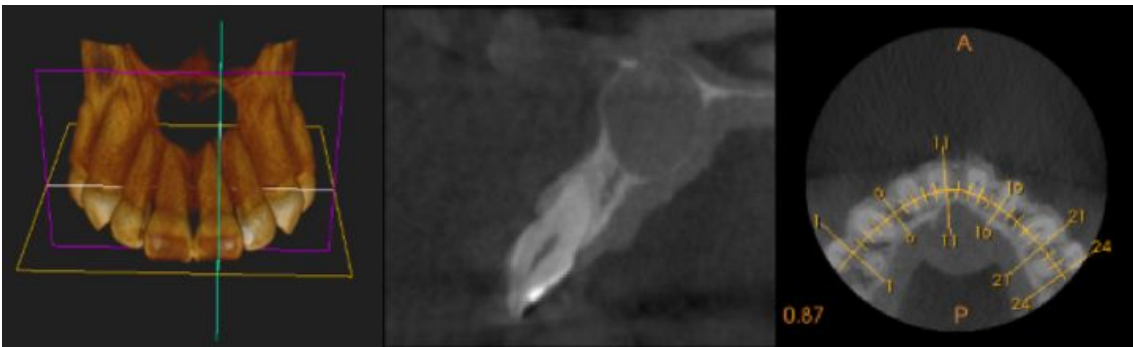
Tomografia do tipo Cone – Beam, onde pode ser visualizado: A. Reconstrução 3D; B. Vista em um corte sagital da lesão; C. Vista em um corte axial da região.
